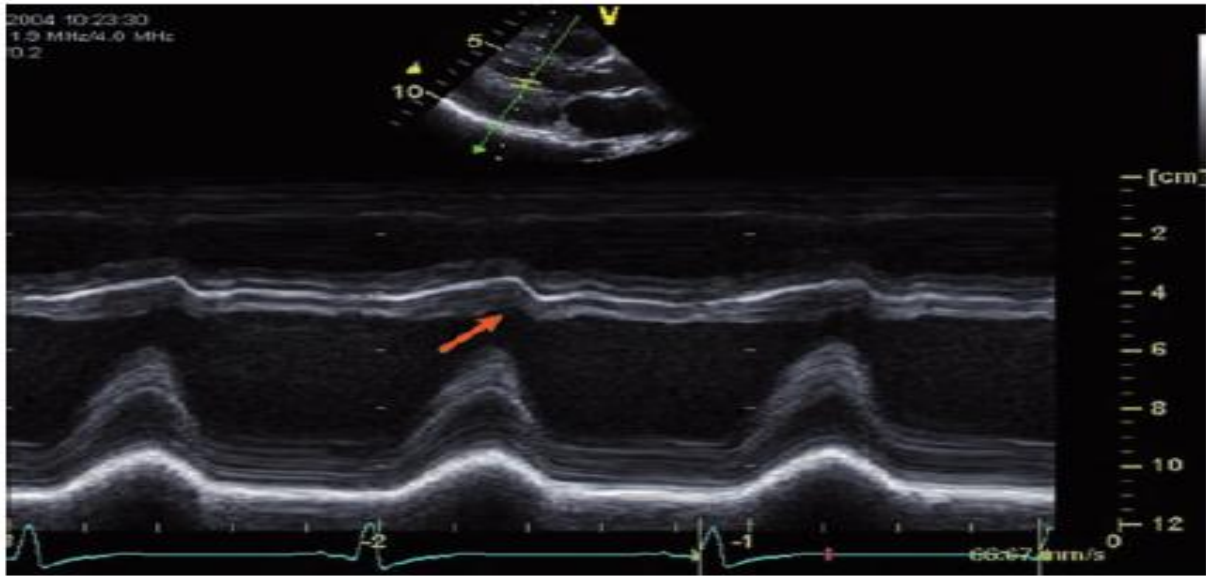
Ultrasonogram showing that the measurement of percent fractional shortening is not applicable when paradoxical septal motion is present, as in patients with atrial septal defects, because the interventricular septum (IVS) moves away from the inferolateral wall in systole. The red arrow indicates the paradoxical motion of the IVS.
